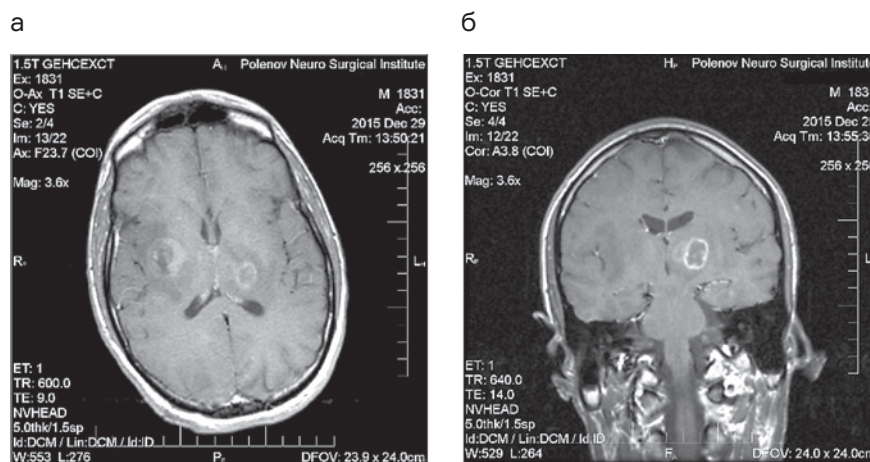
Данные обследования (наблюдение № 6). МРТ головного мозга больного:
